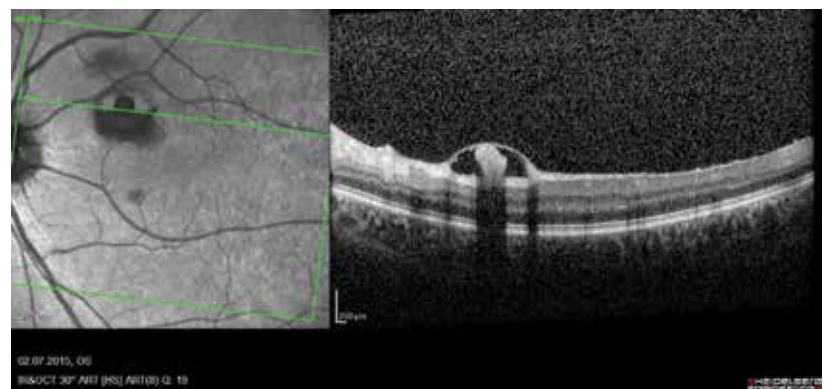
Больной 3., 29 лет: острый миелобластный лейкоз. Оптическая когерентная томограмма левого глаза: отслойка внутренней пограничной мембраны с гиперэхогенным содержимым
